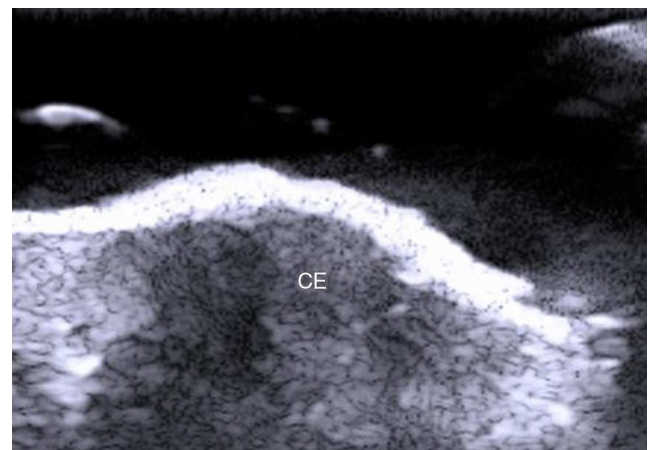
Carcinoma epidermoide (CE) con bordes irregulares que presenta abundante flujo doppler que indica presencia de neovascularización.
